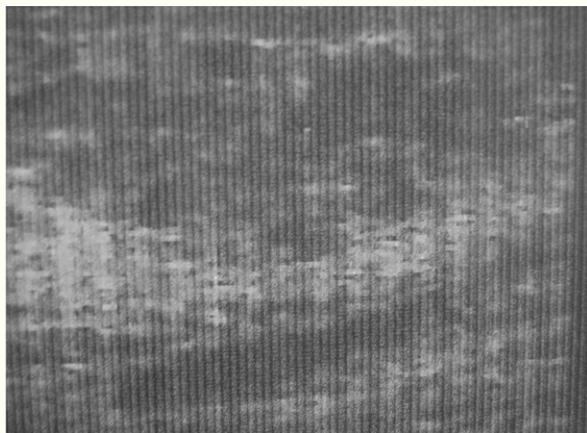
Ecografía mamaria. Área no homogénea con múltiples microestructuras hipoeoicas y redondeadas.
